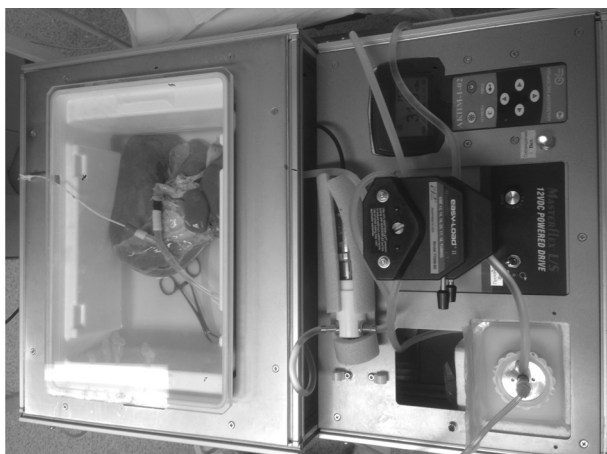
Выполнение гипотермической оксигенированной машинной перфузии печеночного графта перед трансплантацией
